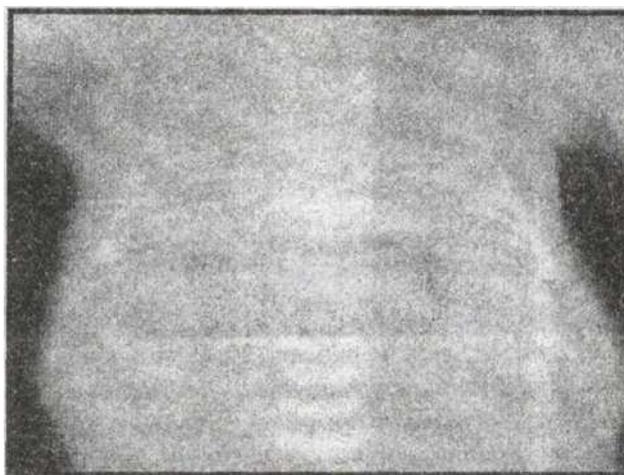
IV степень тяжести Рентгенограмма ребенка С., 10 дней. Срок гестации 34 недели. Воспалительно-ателектатическая легочная ткань, имbibированная отечно-геморрагической жидкостью. «Белые легкие»
